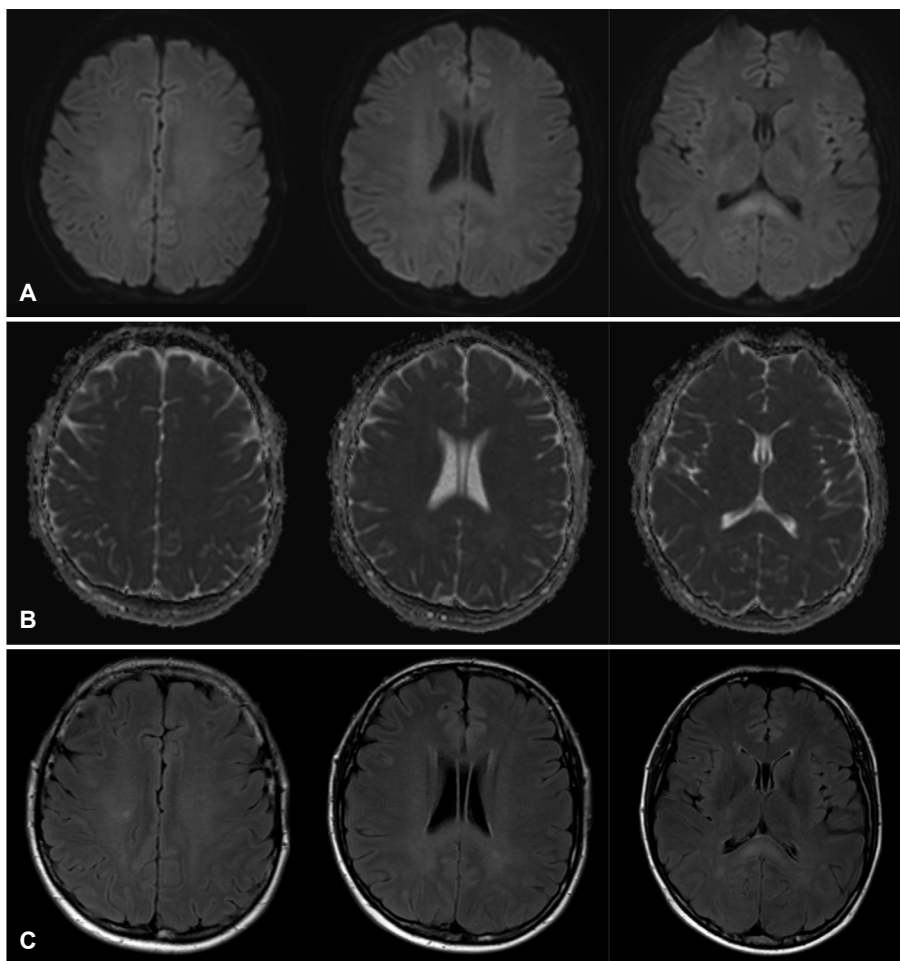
Follow-up brain magnetic resonance imaging performed 14 days later. (A) Improvement of acute toxic leukoencephalopathy with much decreased extent was shown in diffusion weighted images and (B) apparent diffusion coefficient images. (C) High signal intensity on splenium was slightly more prominent in fluid-attenuated inversion recovery images compared to those at the baseline.
